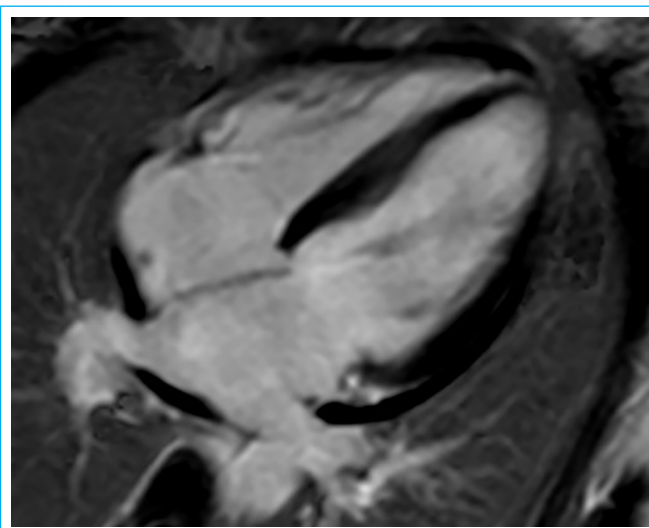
RMN secuencia de realce tardío. No se aprecian focos de captación cardíaca de contraste.
